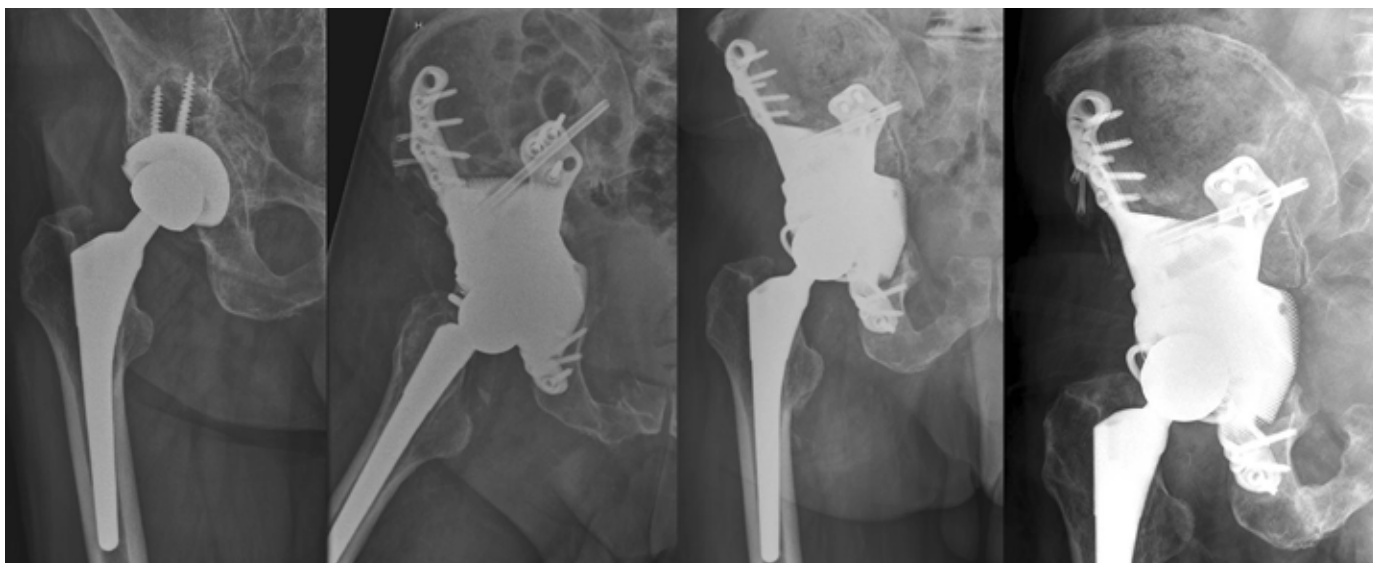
Klinisches Beispiel mit Röntgenbildern präoperativ, postoperativ, nach 3 Monaten und bei letzter Kontrolle 1 Jahr postoperativ
